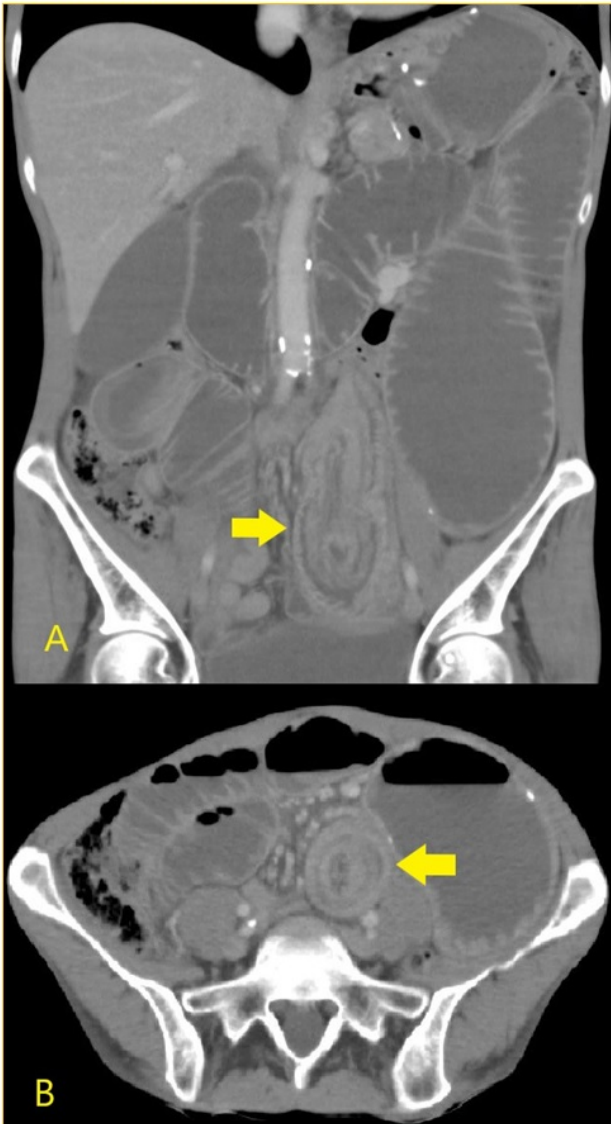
Intususcepción intestinal en TC. A: corte coronal. B: corte axial
